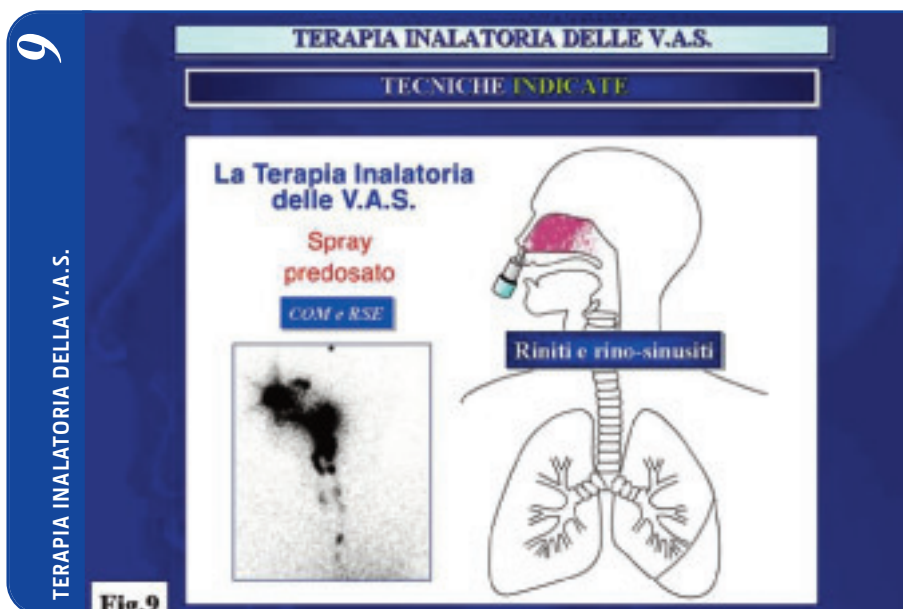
Immagine scintigrafica con disegno rappresentante la deposizione dei farmaci nebulizzati con lo spray predosato
